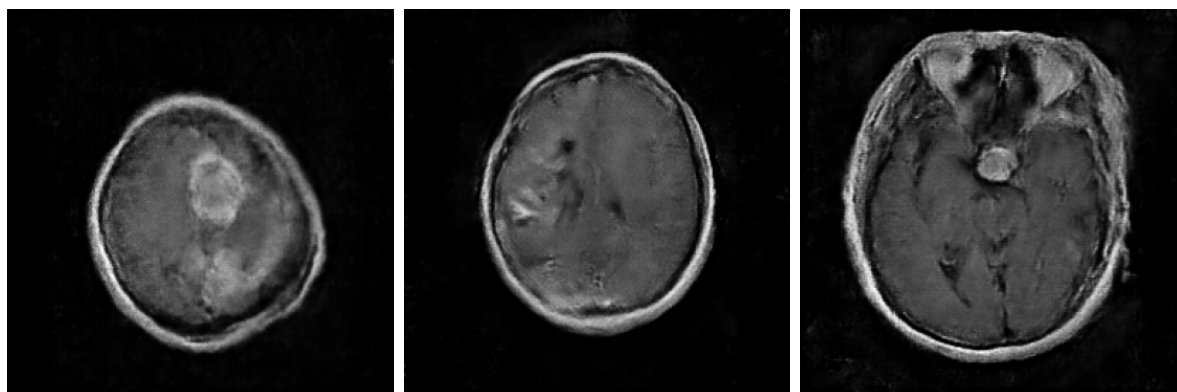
Exemplos das três classes de MRI geradas por GAN de diferentes pacientes (à esquerda: Meningioma, meio: Glioma, direita: Adenomas de Hipófise).
